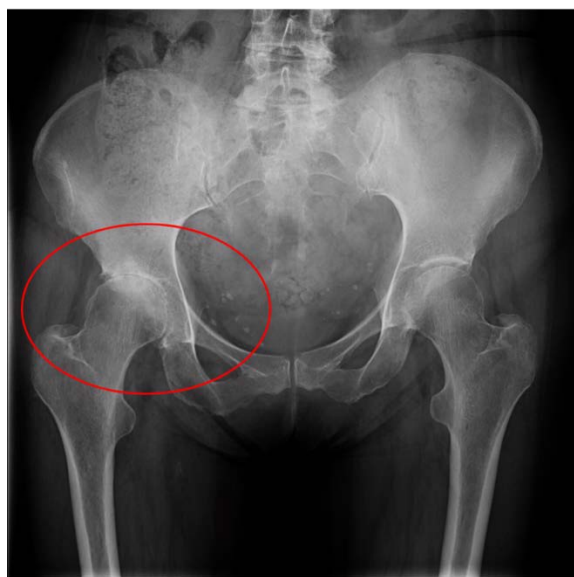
Primera radiografía realizada el 16 de noviembre de 2010. Preoperatorio. [Fuente: Hospital Clínico San Carlos]
